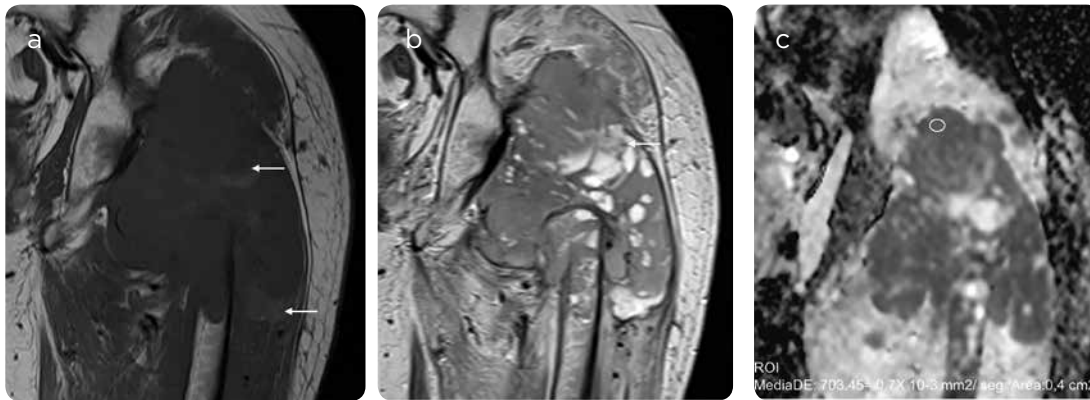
Sarcoma fusocelular de alto grado. Mujer de 39 años de edad, con dolor en cadera izquierda y sensación de masa. En la RM se observa voluminosa masa en el iliaco izquierdo con aspecto heterogéneo en las secuencias anatómicas y valores bajos en difusión, que sugiere lesión de tipo tumoral. a, b y c) Coronal con información T1, T2 y mapa de ADC. a) Masa de baja señal con información T1 y área de alta señal (flechas) compatibles con áreas de sangrado. b) Señal heterogénea con información T2 (flecha). c) Mapa de ADC con restricción de la difusión y un ROI con valor de ADC de  $0,7 \times 10^{-3} \text{ mm}^2/\text{s}$ , bajo, que sugiere sarcoma.
